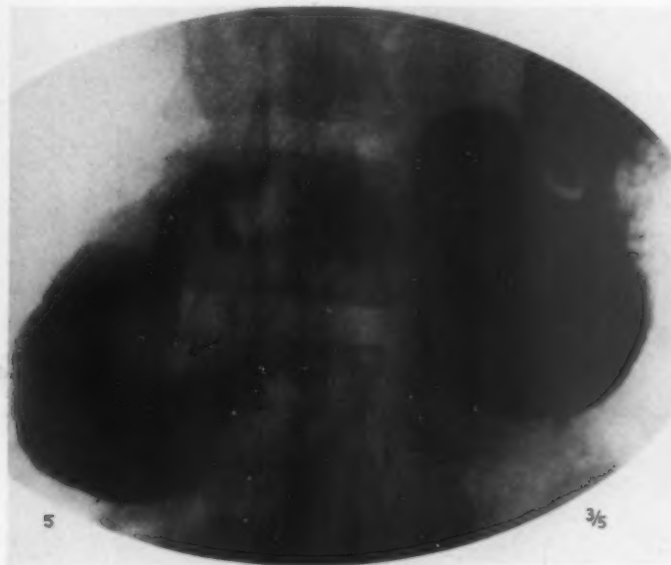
Röntgenaufnahme in Decubitus ventral. Normal. Charakteristisches Aussehen der Papilla maior (Pfeil). Die sich zusammenneigenden Falten konvergieren um die längsverlaufende Falte herum. Die Valvulae weisen im 3. Zwölffingerdarmabschnitte eine längsverlaufende und gewundene Anordnung auf.
